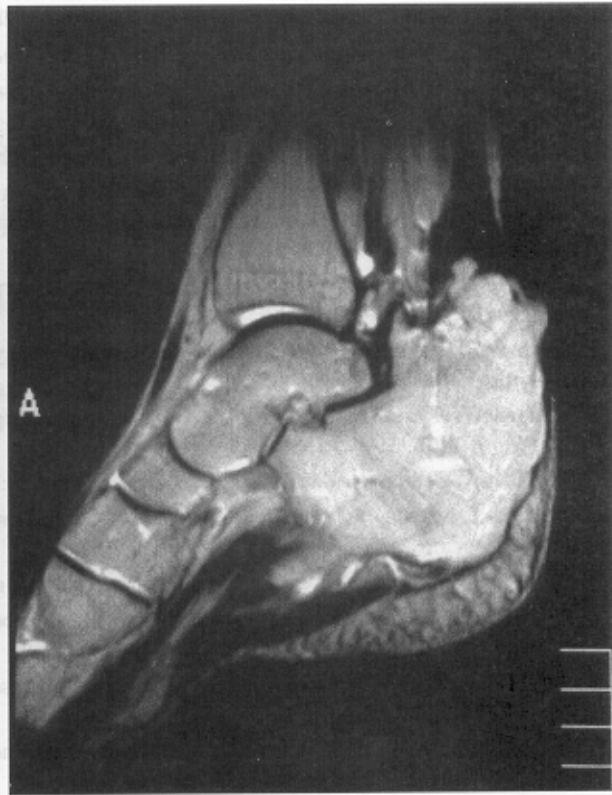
La RM evidencia el acortamiento del tendón de Aquiles y el engrosamiento de la inserción calcánea.
